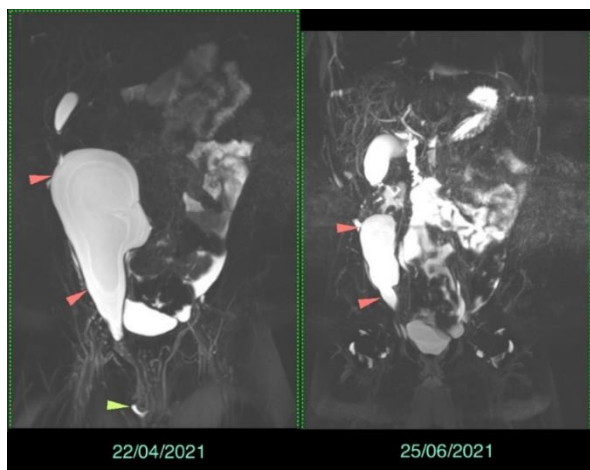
первинний вигляд пацієнта К., бр., та етапні МРТ на фоні лікування.
